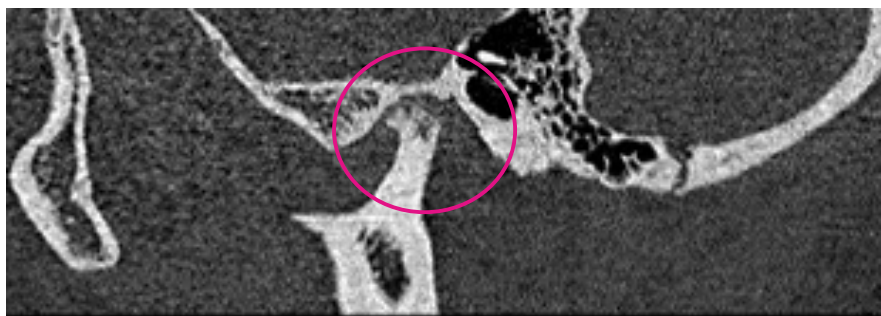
Computertomographische Darstellung eines degenerativ veränderten Kiefergelenks (sagittale Schicht). Der Bereich des Kiefergelenks ist pink umrandet.
